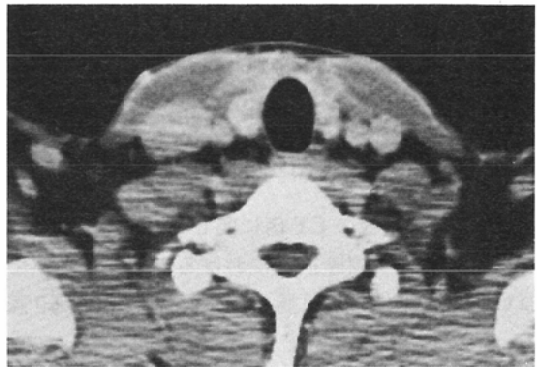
2 Post operative CT study after contrast enhancement in the case of 2. CT image of the same level in Fig. 3.1 reveals no tumor in the corresponding site on the preoperative CT study.
